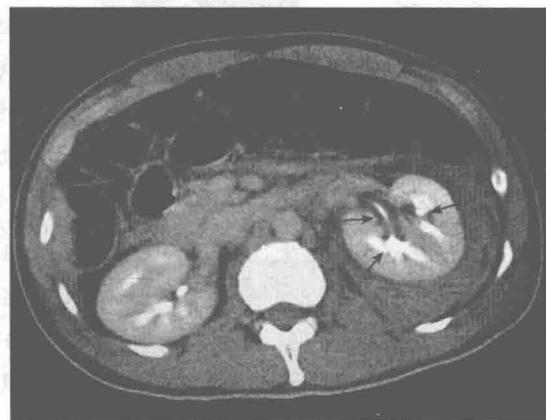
左肾挫裂伤(IV 级), 肾周包膜下大量积血(CT 增强肾盂期)
